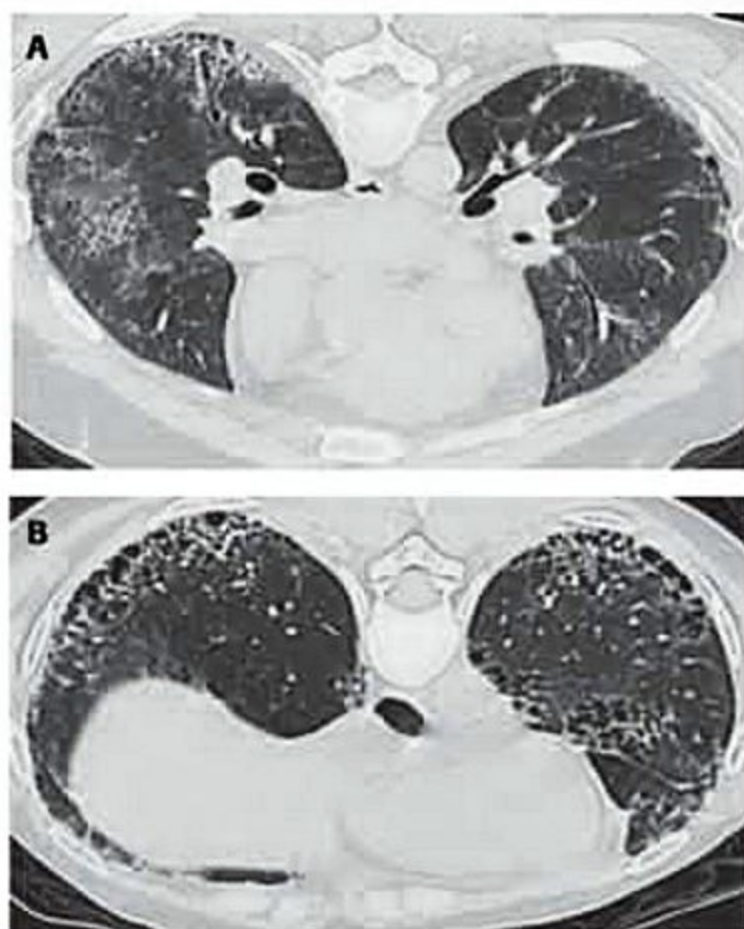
Pneumopatia intersticial. A. Tomografia computadorizada de alta resolução de tórax: aspecto de "vidro-fosco". B. Tomografia computadorizada de alta resolução de tórax: aspecto de "favo de mel".
